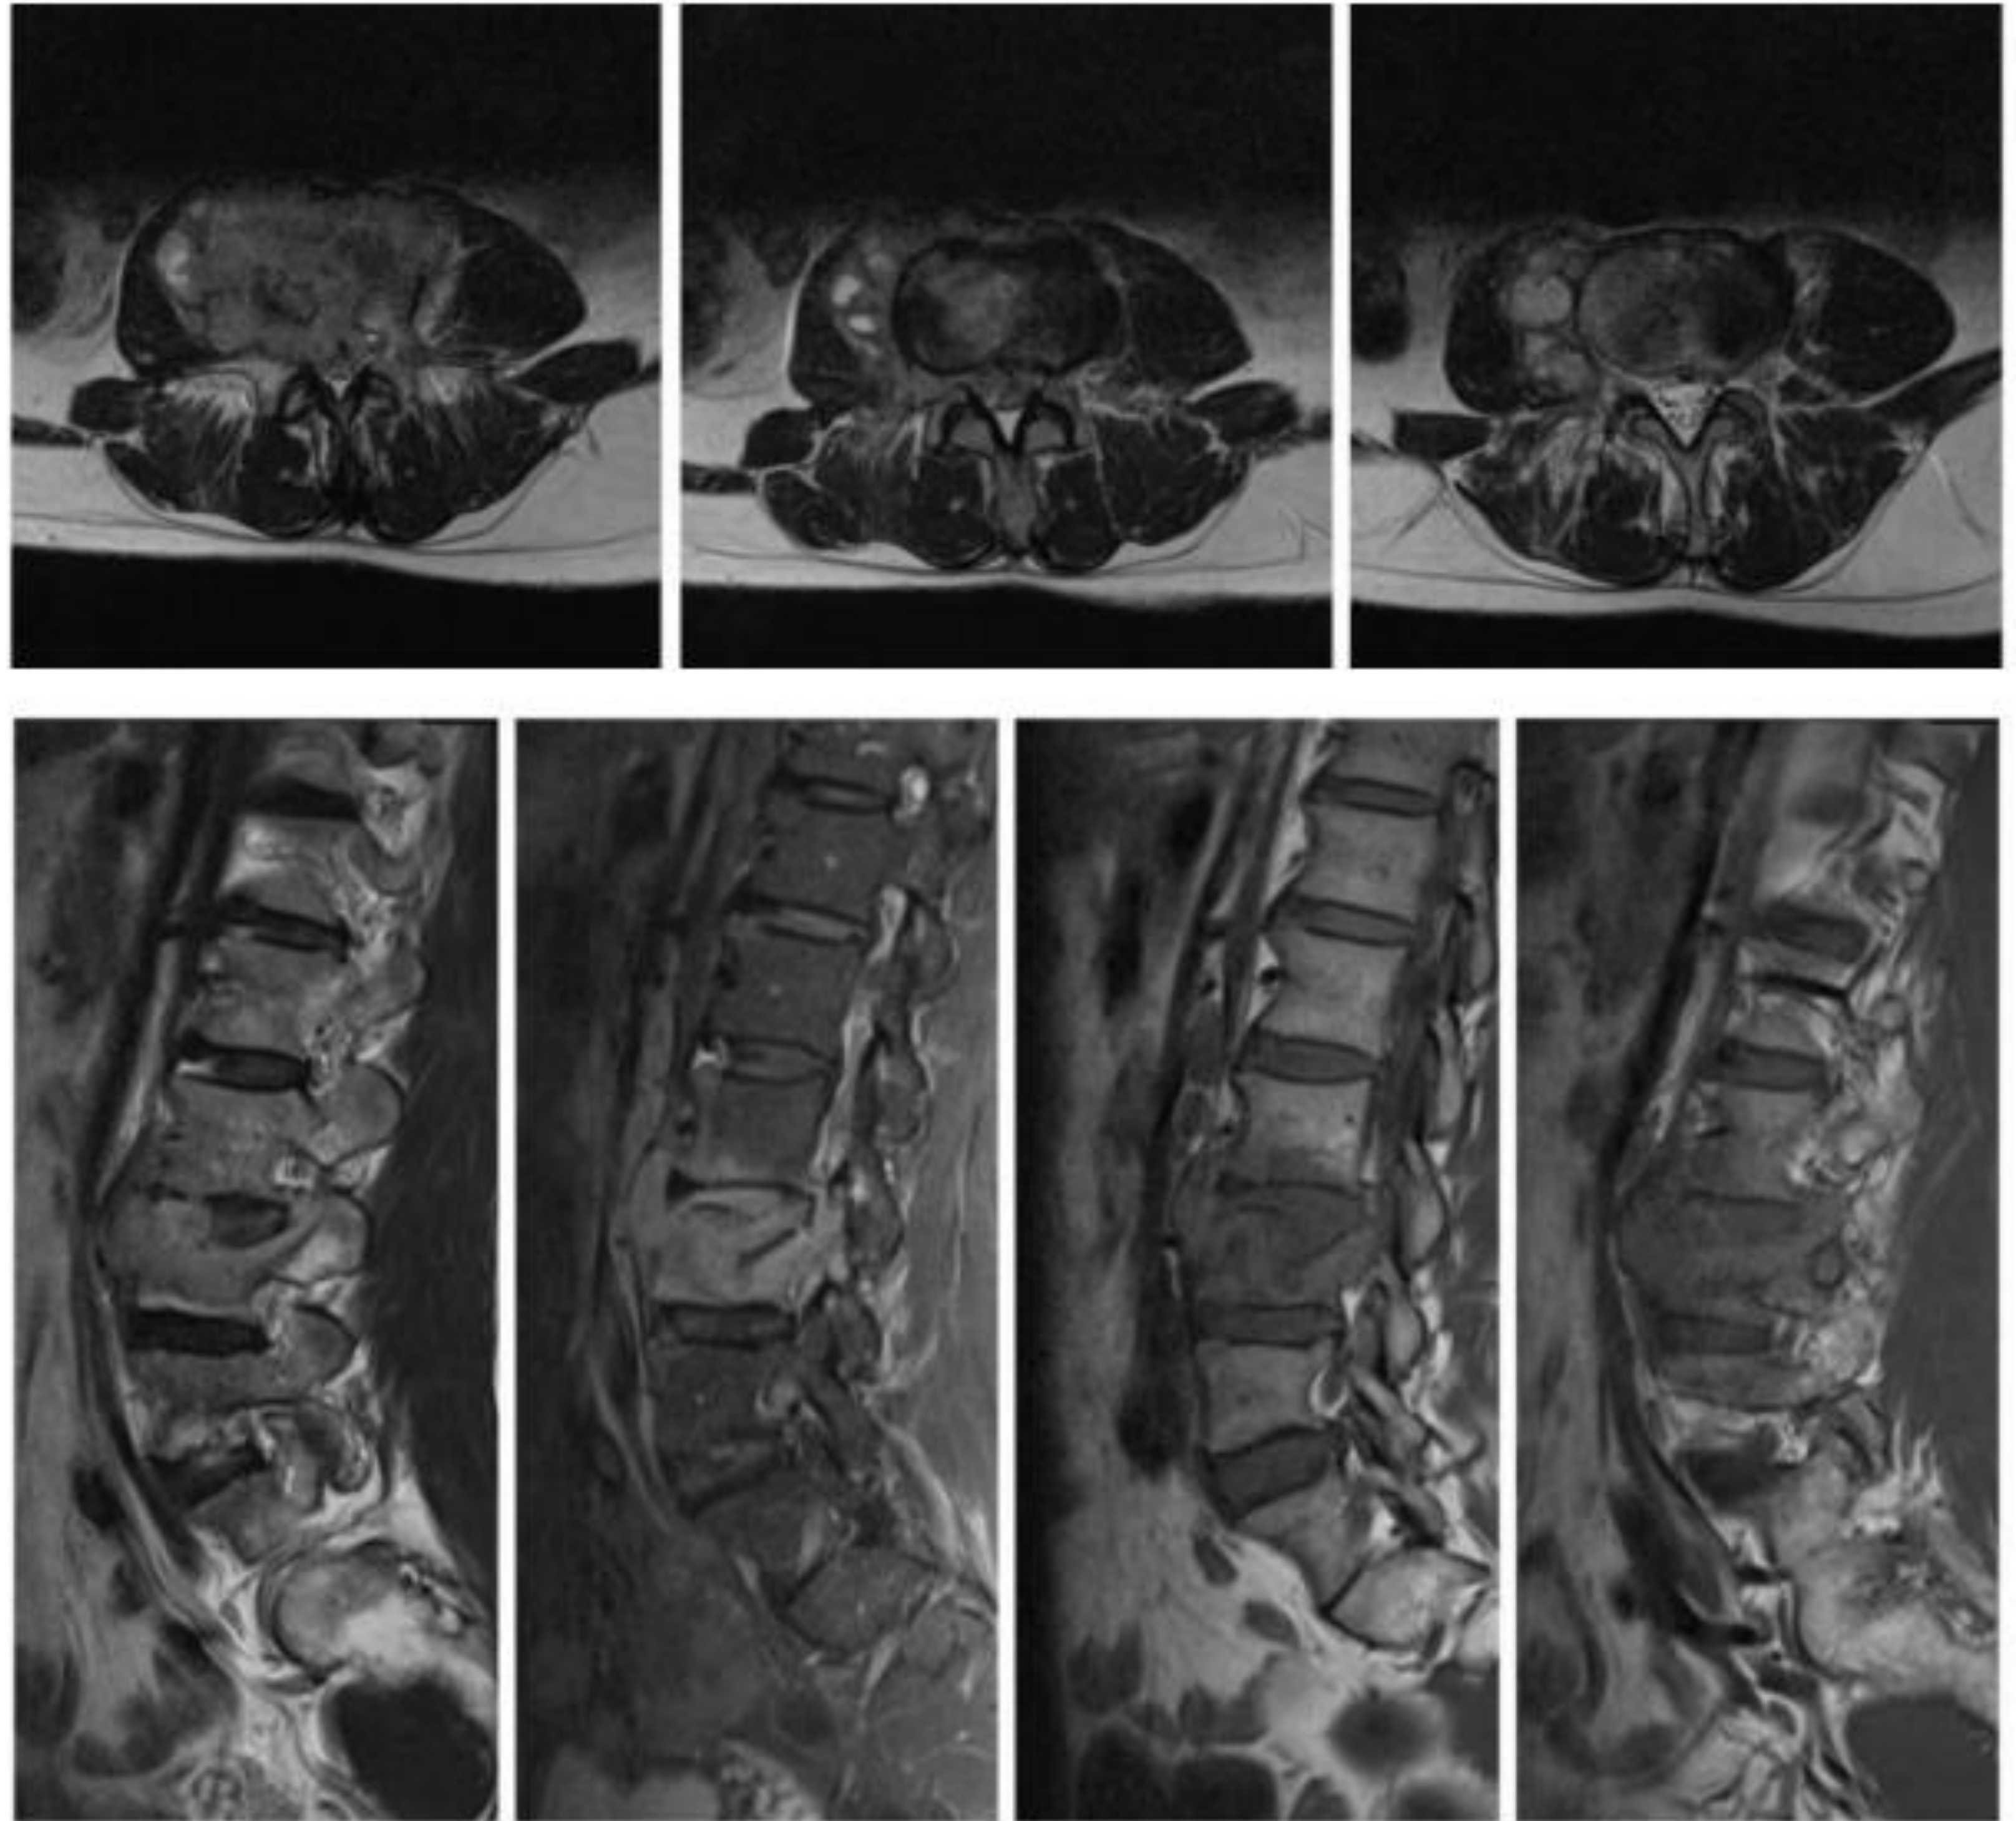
RMN lumbar del paciente, observando lesiones en múltiples niveles
